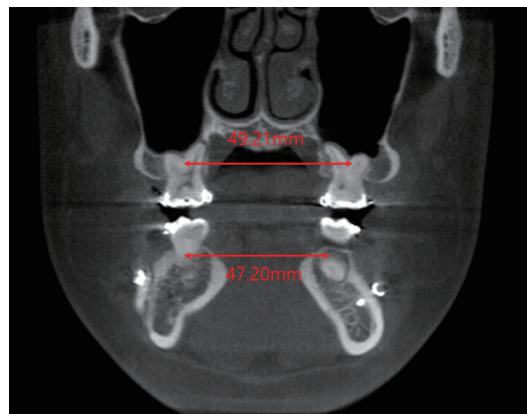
After mandibular advancement surgery, CBCT revealed 2 mm basal arch width difference between maxillary first molar and mandibular second molar.
